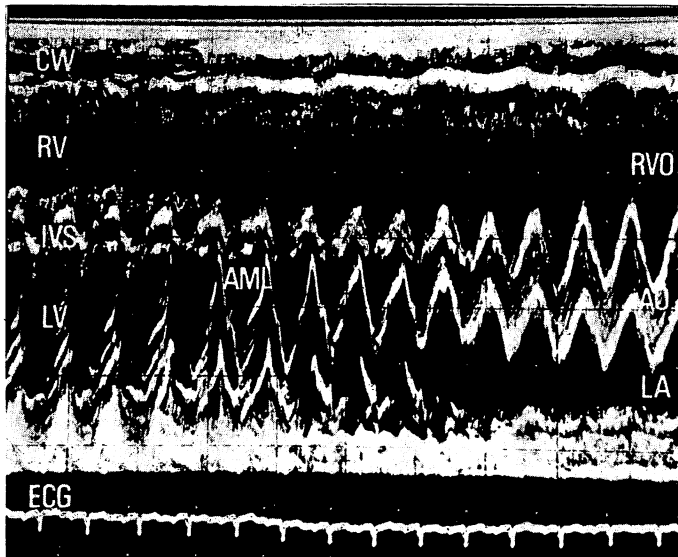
M-mode scan echocardiogram in a 4-year-old girl with ASD and PAPVR taken with the transducer rotated from the apex of the left ventricle to the aorta.
